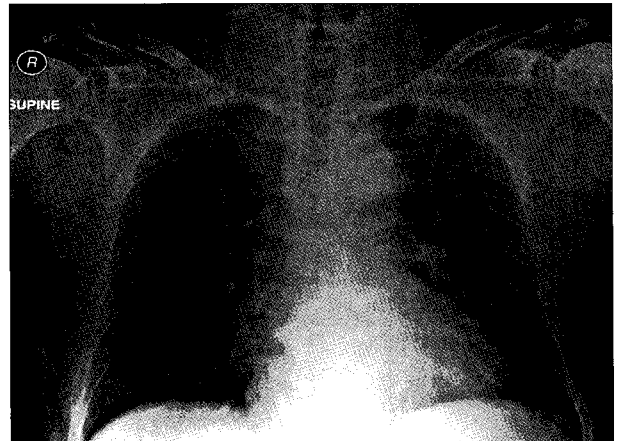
Preoperative chest x-ray finding. There was no pneumo-mediastinum and subcutaneous emphysema on neck and chest wall.
